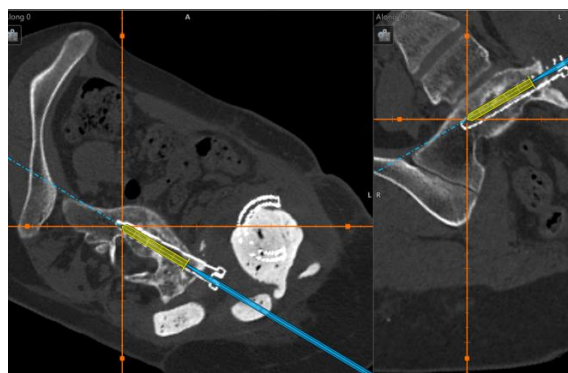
Определение оптимального положения фиксирующих элементов и чашки эндопротеза при помощи сопоставления компьютерного моделирования и КТ-исследования
